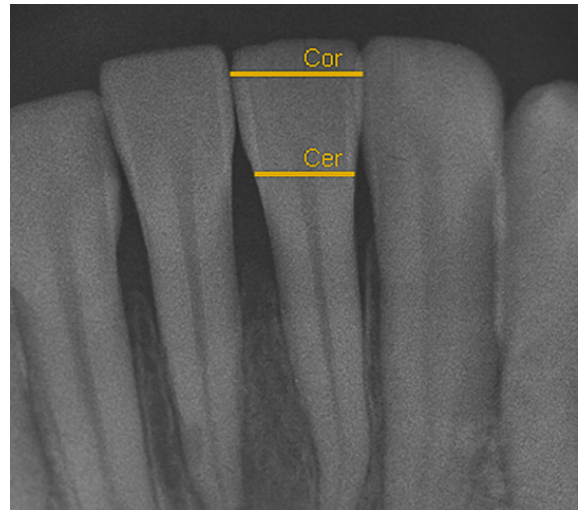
Imagem obtida por radiografia periapical, destaque para a técnica de mensuração das larguras mesio-distais, coronária (Cor) e cervical (Cer), no incisivo central inferior esquerdo.
